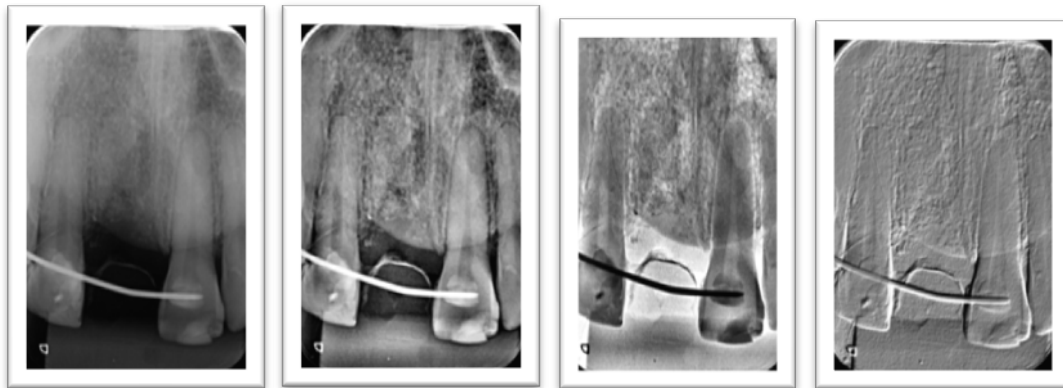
Radiografía Periapical Segundo control
